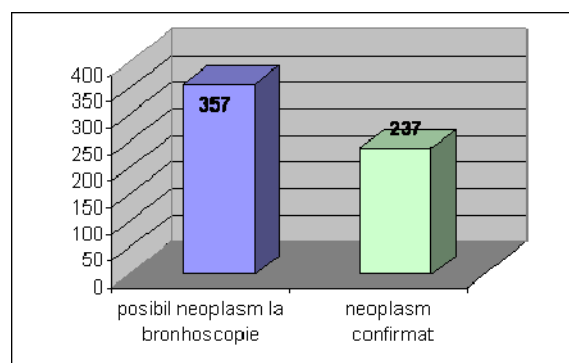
Pacienți cu neoplasm bronhopulmonar decelabil endoscopic, ce ulterior vor dispune de datele tomografiei computerizate
